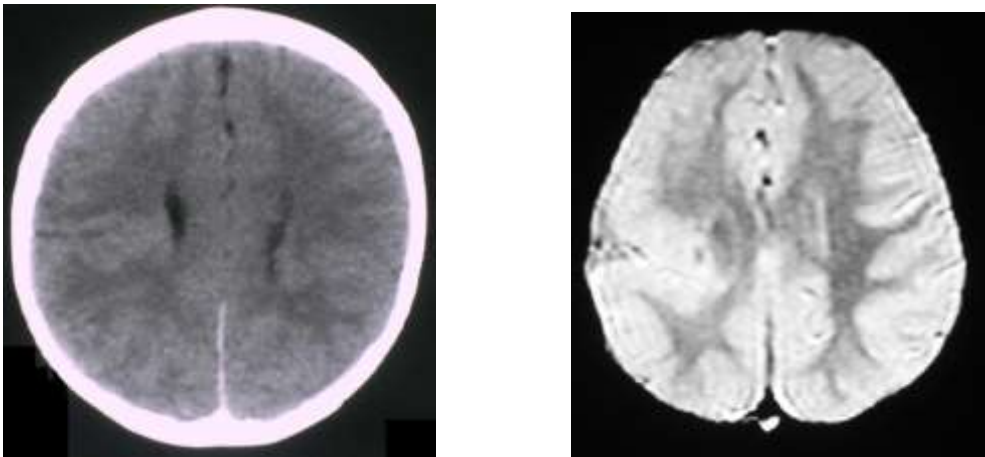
Niño de 4 años de edad con convulsiones y retraso psicomotriz. Tomografía y resonancia en secuencia densidad protónica en donde se observa claramente las áreas de heterotopias gris blanca. Imagen por TC a la izquierda y a la derecha imagen por IRM.
